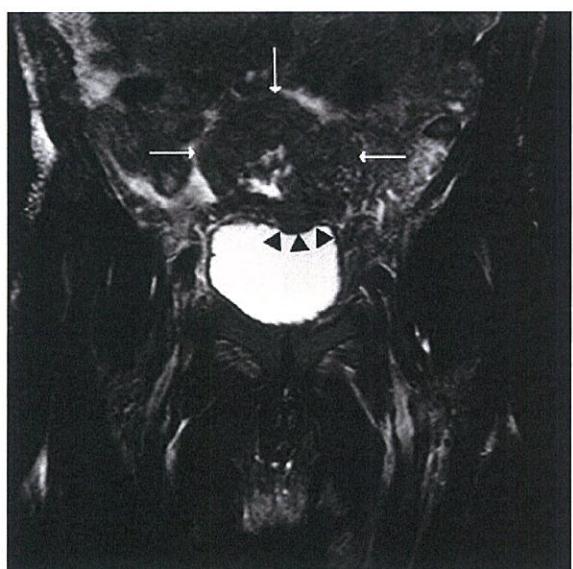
MRI,T2強調画像、冠状断;肥厚した腸管(矢印で示す)の膀胱壁への浸潤を認めた(三角で示す)。
